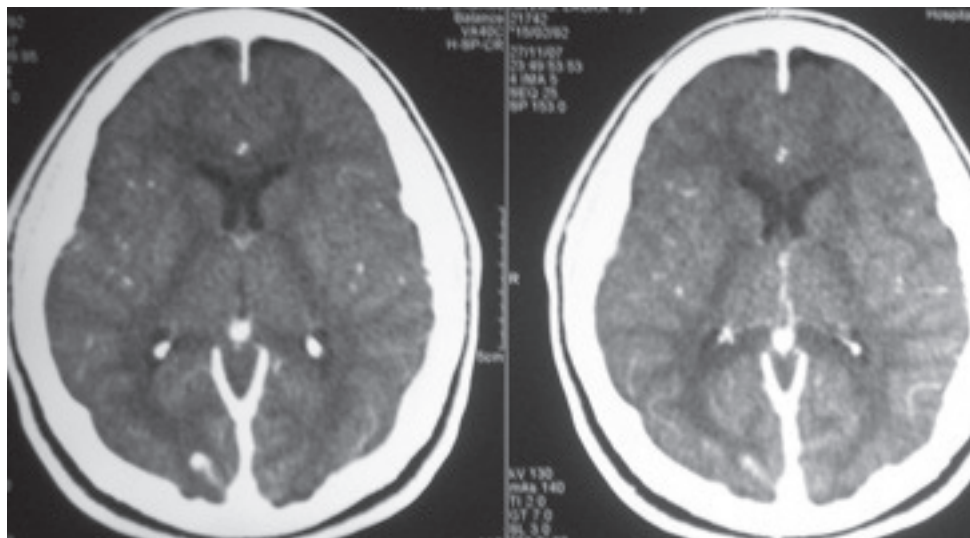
Tomografía computada de cráneo con contraste que demuestra la presencia de imágenes compatibles con dilataciones vasculares aneurismáticas.
